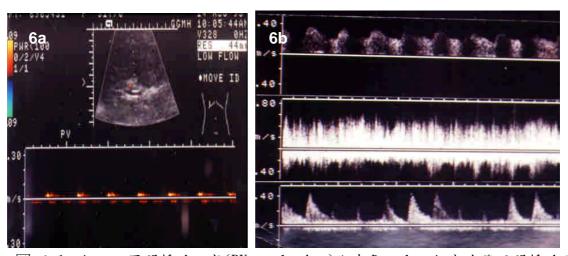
b 此 case 因門靜脈阻塞(PV occlusion)術中 Doppler 超音波發現門靜脈血流 幾乎量不到,同時測出肝動脈之阻力系數偏低(RI)小於 0.5,經術中立及時除 去門靜脈血栓後,門靜脈血流速升高且肝動脈阻力係數皆回復正常。
